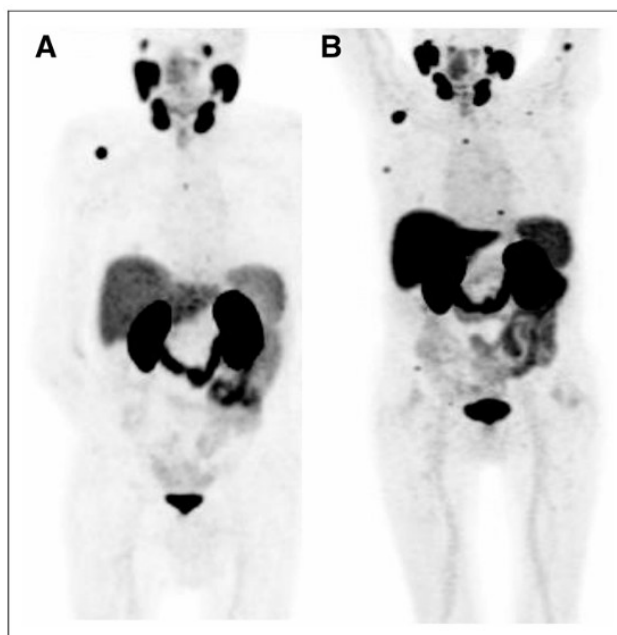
PPP for appearance of more than 2 new distant lesions in 77-y-old patient after radical prostatectomy (pT3bpN0 Mx; Gleason score, 4 + 4; initial prostate-specific antigen, 11 ng/mL), who received consecutive treatment with androgen deprivation therapy. At presentation of BCR, baseline PSMA PET showed some PSMA-avid lesions. (B) After additional treatment, scan revealed several new lesions. According to PPP, more than 2 new PSMA-avid lesions—and accordingly progression—are present.
